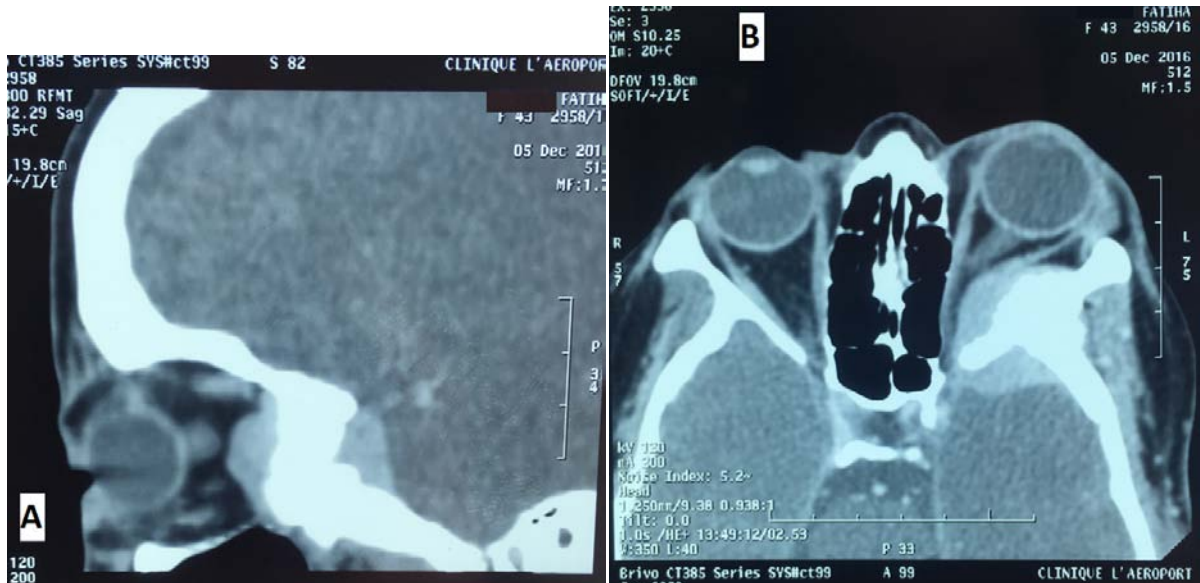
TDM en coupes axiales après injection de produit de contraste montrant un méningiome de la base du crâne invasif avec envahissement du sinus caverneux et de la fosse infratemporelle.
